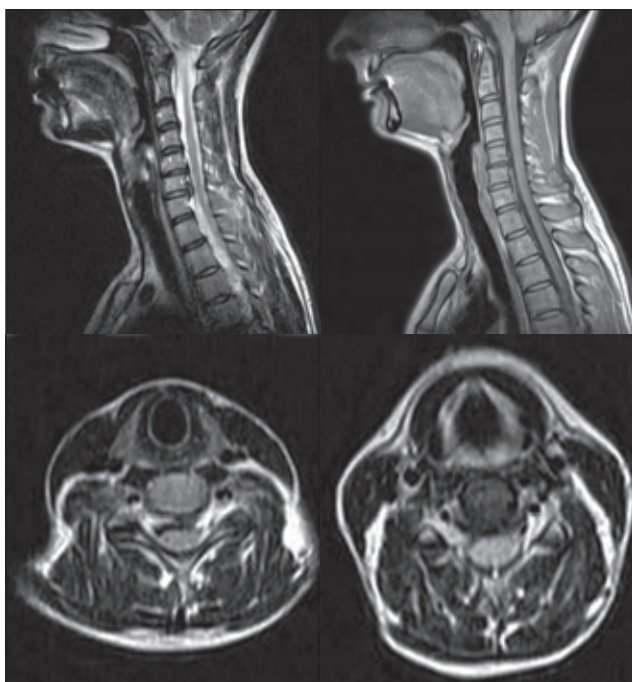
Фотовідбитки з МРТ пацієнтки 3., сегмент С6-С7
